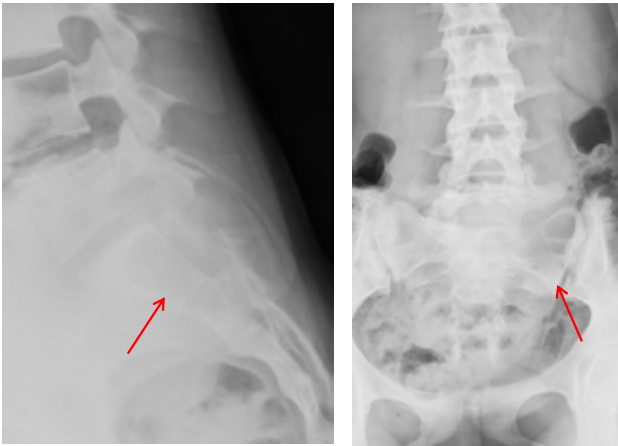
Radiographie standard objectivant une lésion lytique de l'aileron sacré gauche
